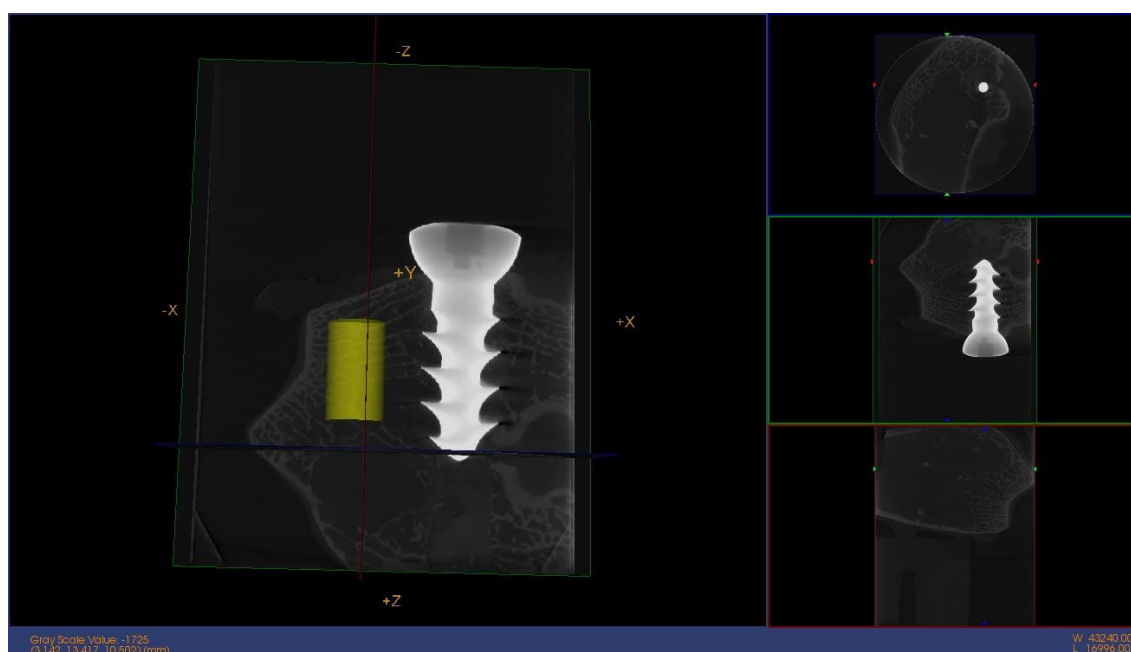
Imagen micro CT e imagen reconstrucción 3D. OHAp 6
